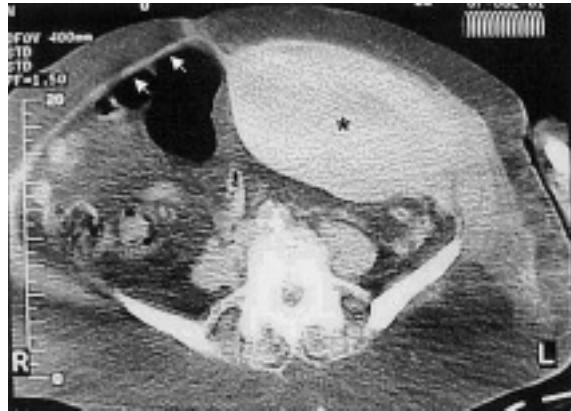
Tomografía computarizada del abdomen, en la que se observa un hematoma gigante del músculo recto izquierdo (*) y oblicuos junto a ausencia de líquido libre abdominal. Obsérvese, para su comparación, el tamaño normal del músculo recto derecho (flechas).
